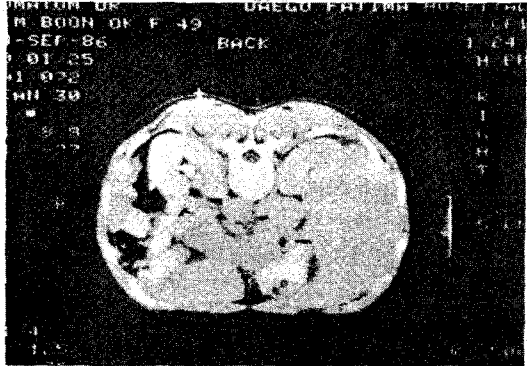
CT guided Needle Position, Left side.
